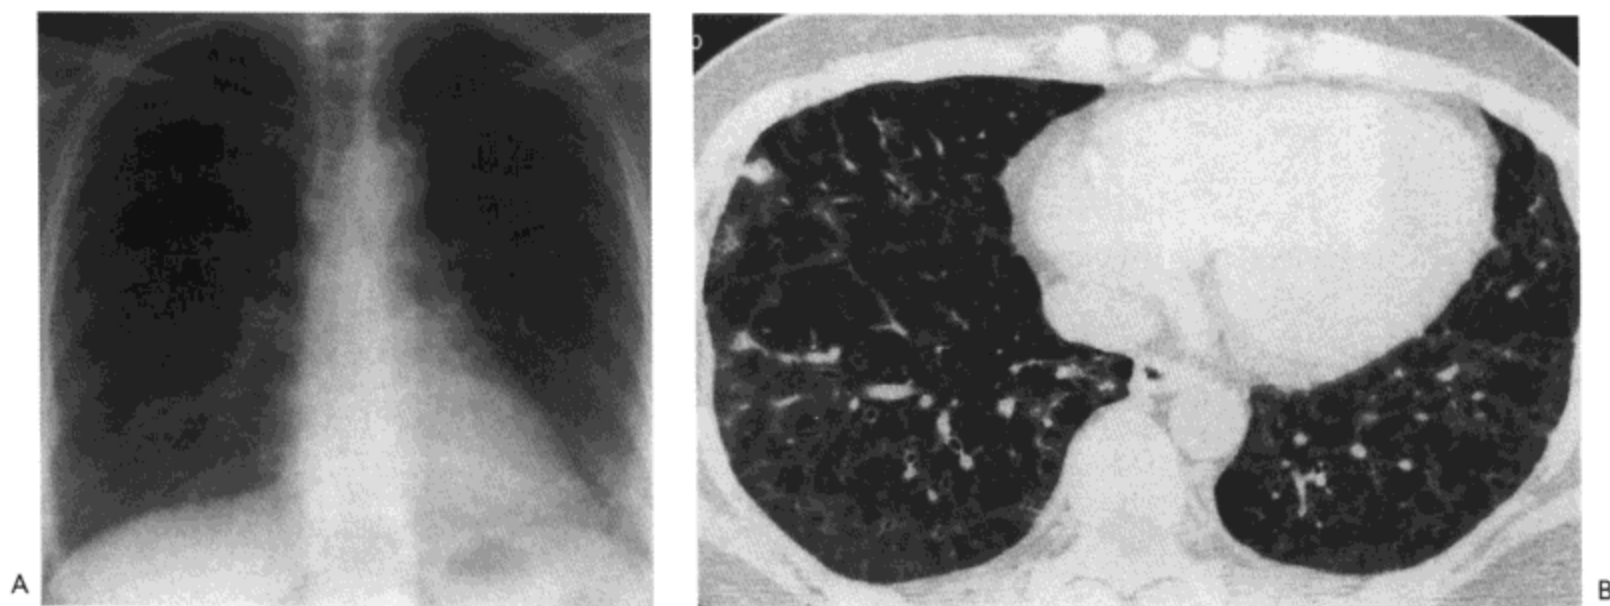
继发于环磷酰胺的非特异性间质性肺炎 (NSIP)。A: X线胸片示界限模糊的磨砂玻璃影累及下肺。B: 高分辨率CT影像 (1mm层厚) 示双侧广泛的磨砂玻璃影以及右肺中叶与下叶的小实变区与网状影。病人为一接受环磷酰胺治疗的45岁女性。
